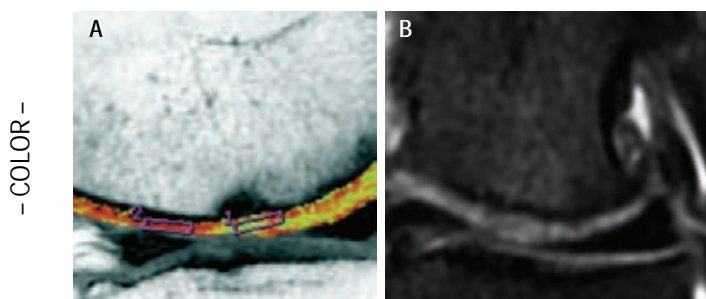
Imágenes de resonancia magnética de la rodilla izquierda de la paciente después de un año del tratamiento. A. Evaluación con mapeo T2 corte sagital de rodilla izquierda de atleta (postoperada 12 meses antes) con ROI: 49 ms (zona de reparación), RO2: 33 ms (zona de cartílago sano). B. Evaluación con secuencia T2 en saturación de grasa corte coronal de la rodilla izquierda, donde se observa tejido de reparación con características similares a cartílago y adecuada integración a tejido subyacente.
